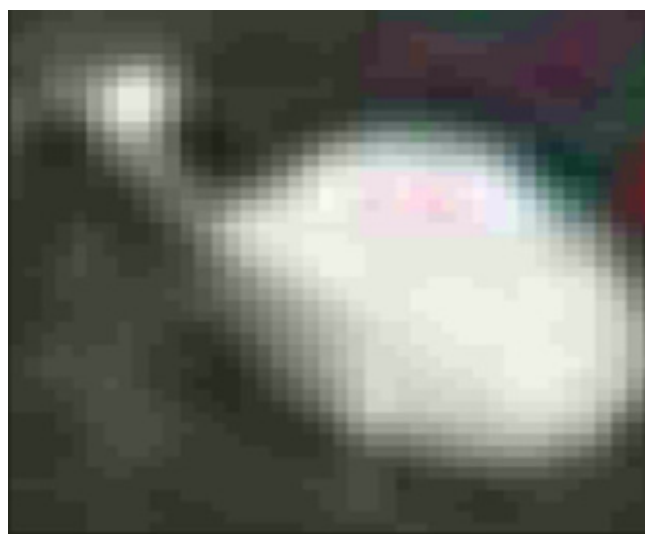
Сегмент рентгенограммы легких с изображением шарообразной опухоли
